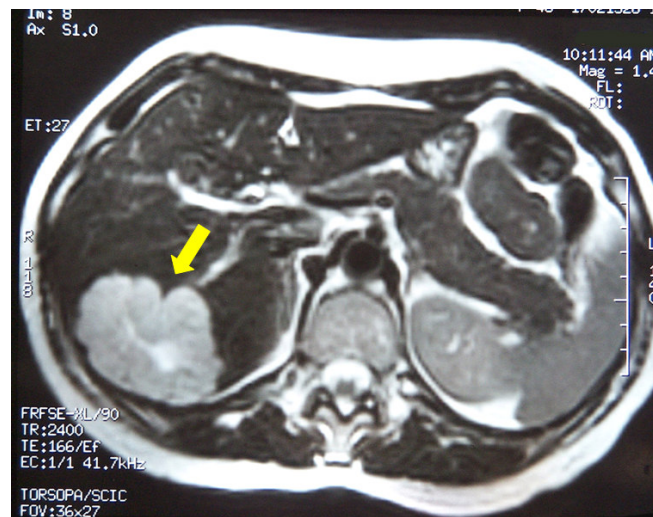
RM, demonstrando o nódulo hepático com hipersinal em T2.
